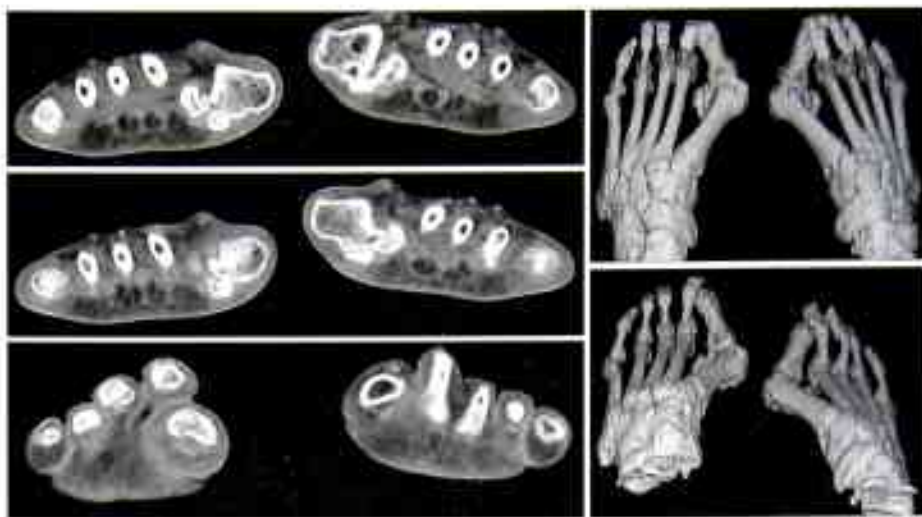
Компьютерно-томографическое исследование с мультипланарной и трехмерной реконструкцией.
